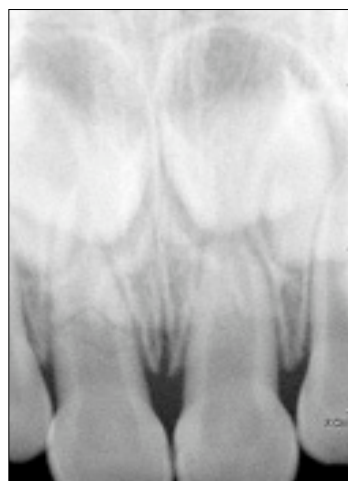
Periapical view of initial visit.
